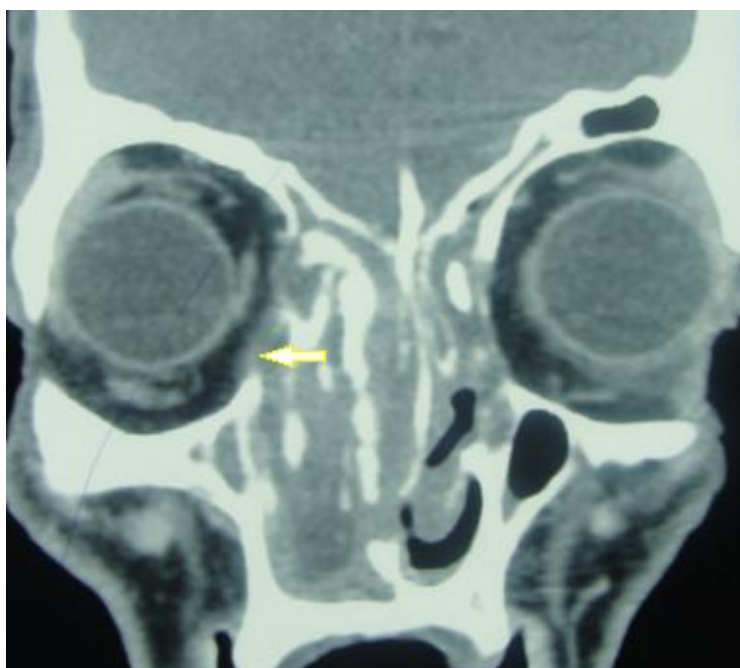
TDM massif facial coupe frontale, fenêtre parenchymateuse qui objective l'extension endo orbitaire (flèche) [Imagerie du CHU HassanII].
